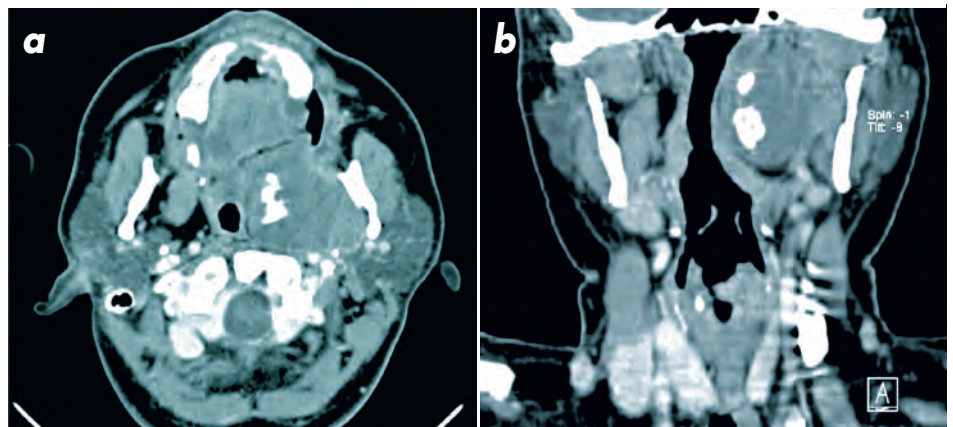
Die computertomographische Darstellung zeigt die enorme Ausdehnung des Tumors und die intraläsionalen Verkalkungsstrukturen. Sowohl in der axialen (a) als auch in der frontalen (b) Rekonstruktion wird die deutliche Einengung des Pharynx erkennbar. Bei einer akut entzündlichen Läsion bestünde hier die unmittelbare Gefahr einer Atemwegsverlegung.
